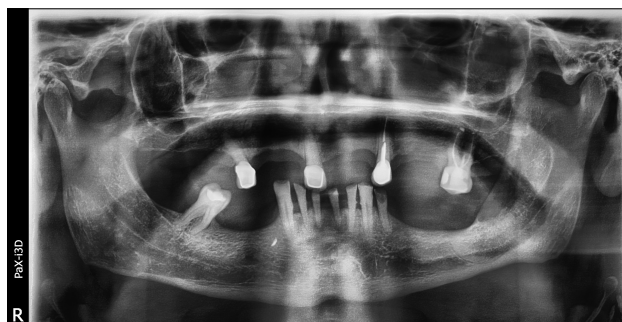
Rekonstrukcja 3D badania TK
